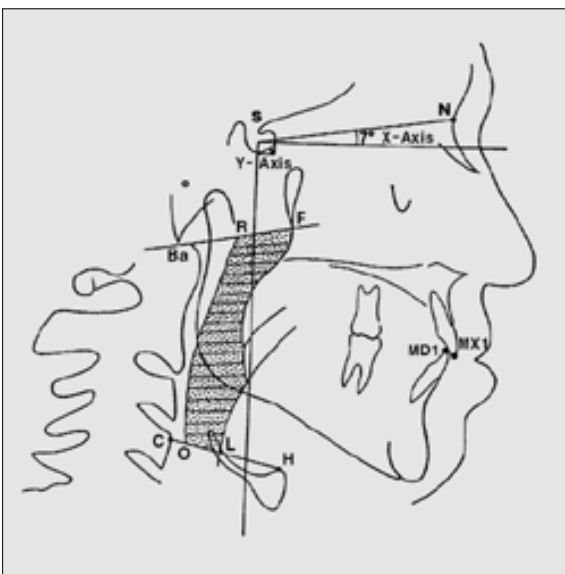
Cephalometric landmarks and airway design for calculating airway space on lateral cephalometric x-rays of patients with obstructive sleep apnea syndrome.
